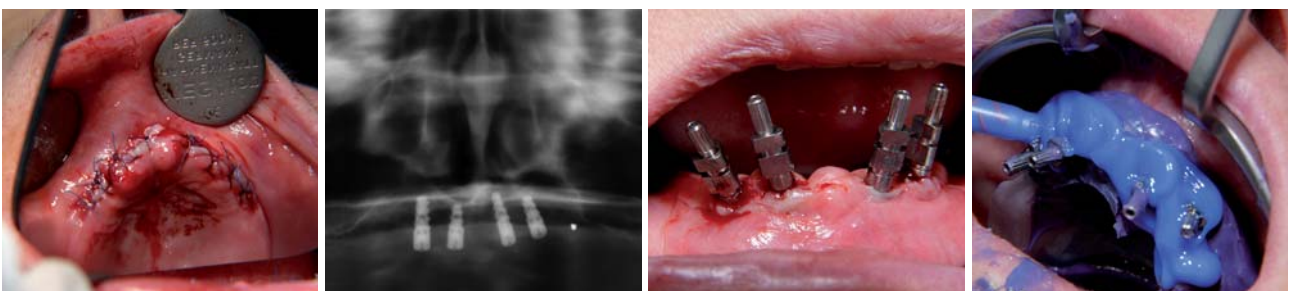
Wundverschluss. – Abb. 10: Röntgenkontrolle. – Abb. 11: Abformpfosten in situ. – Abb. 12: Abformung.
